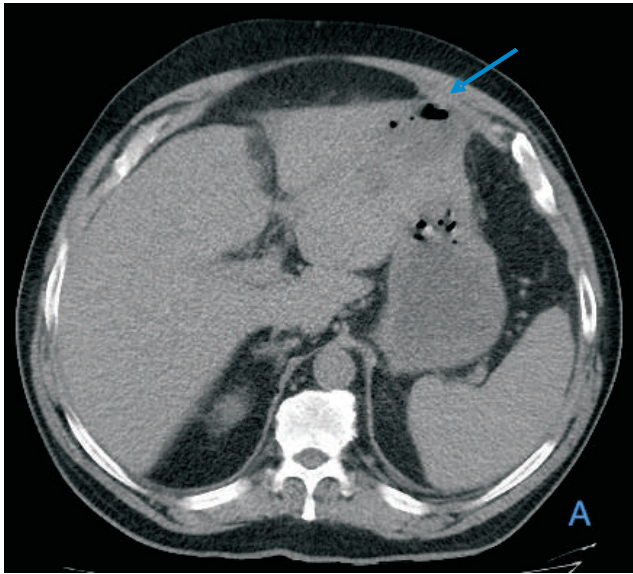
Tomografía computarizada sin contraste, cortes axial (A), y coronal (B), en los que se objetiva colección hipodensa adyacente al lóbulo hepático izquierdo.
